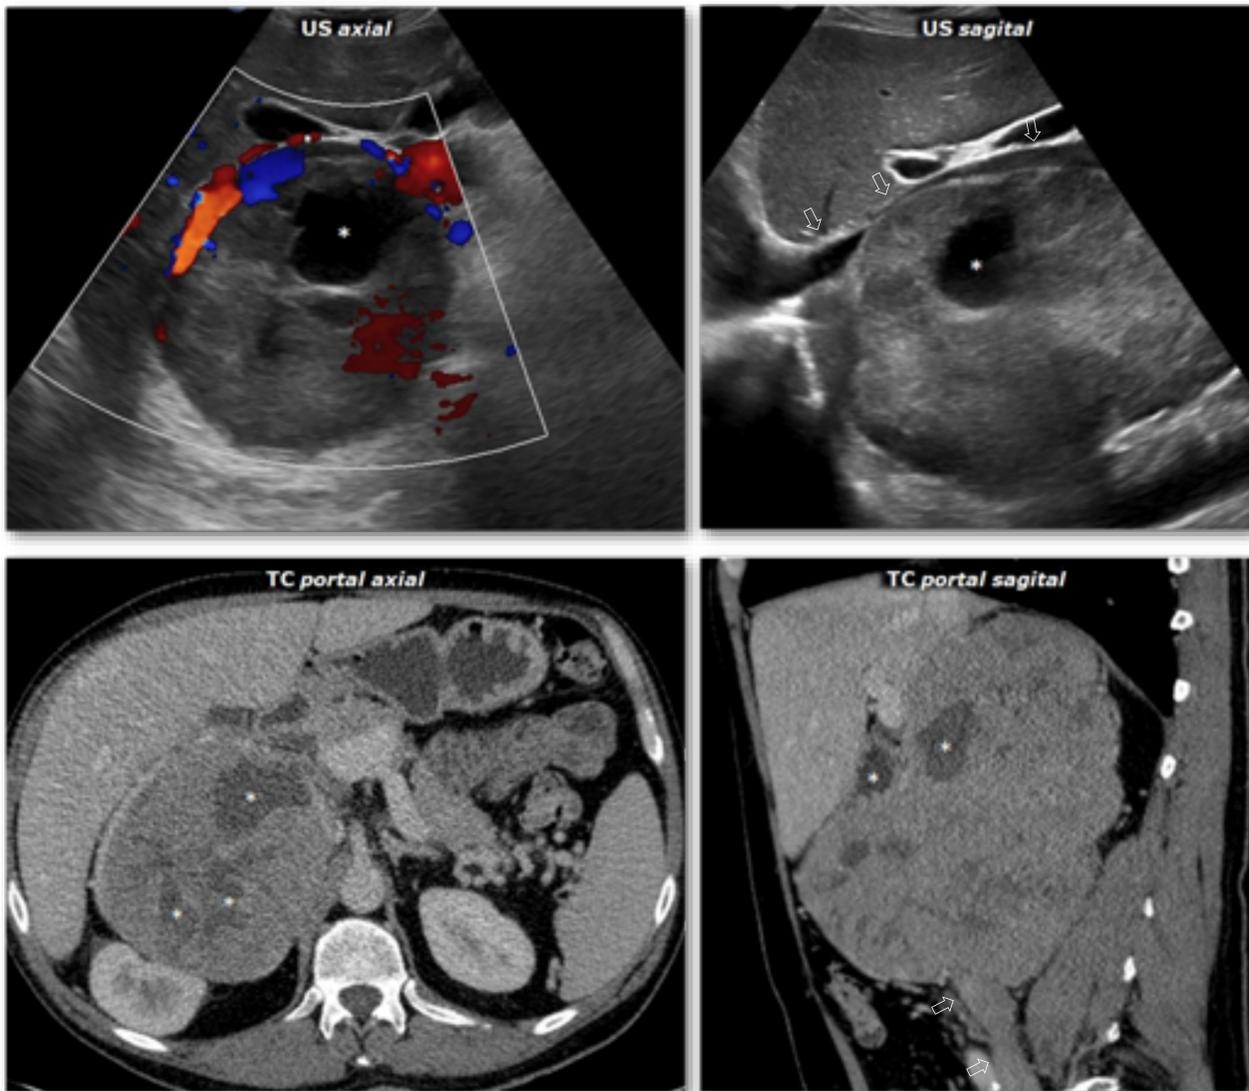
Leiomiomasarcoma pleomórfico adrenal. Varón de 40 años con molestias abdominales inespecíficas de meses de evolución. Gran masa predominantemente sólida, aunque con áreas quísticas (*) en su interior, visibles, tanto en ecografía como en TC, lobulada y con importante compresión en la vena cava inferior (flechas huecas), que en la cirugía aparecía infiltrada por la masa.
